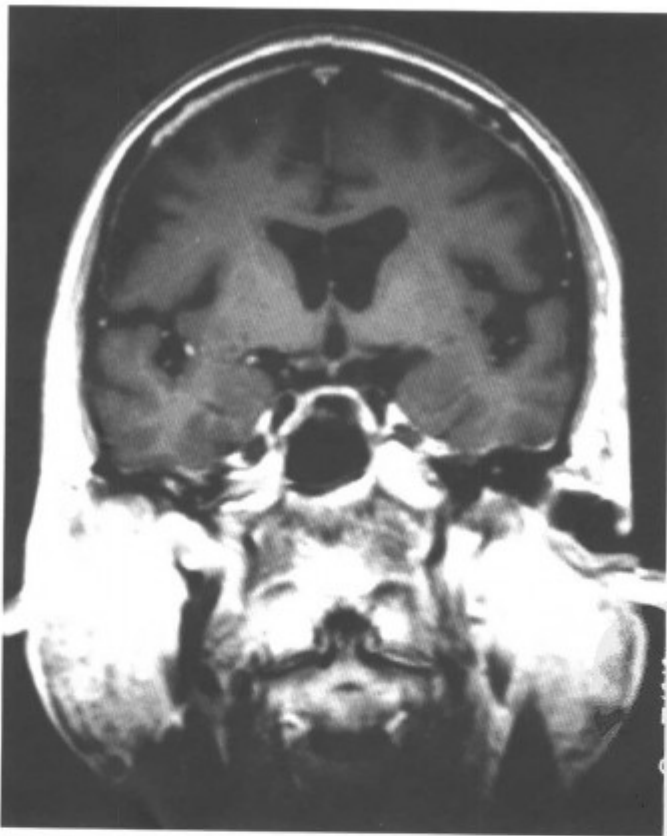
冠状 MRI-T₁WI 增强扫描, 双侧肿大腮腺强化明显 (同上病例)
